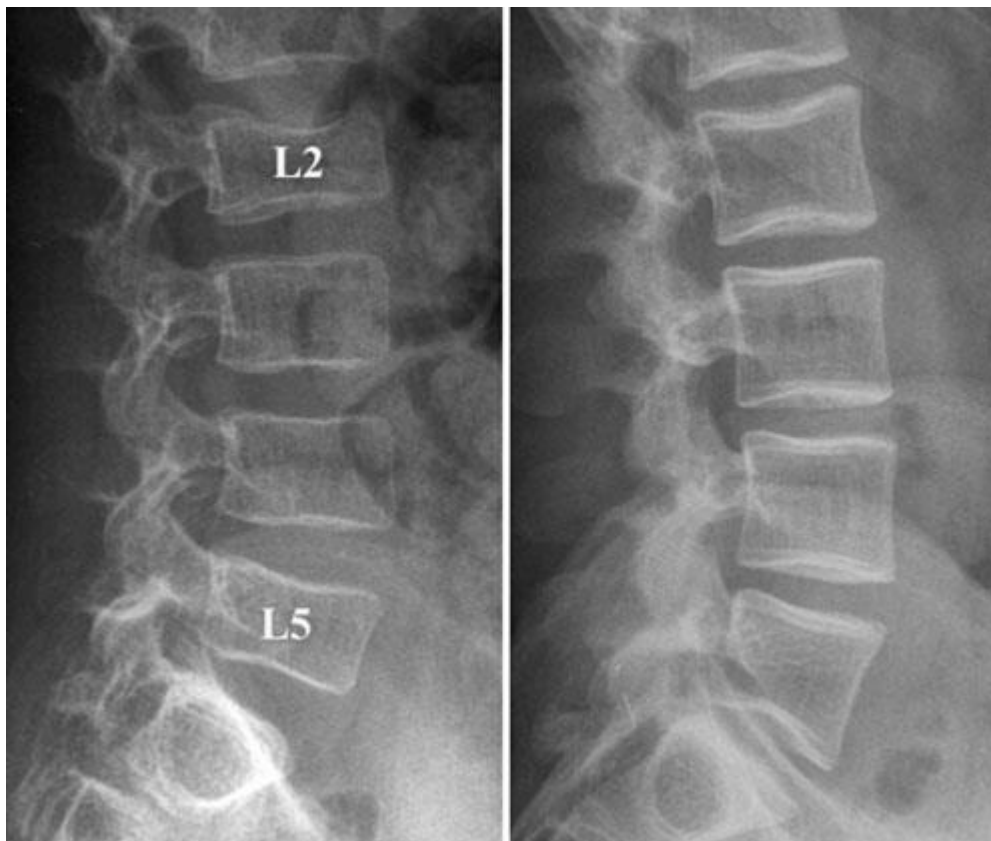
Radiografia de perfil da coluna vertebral de duas crianças com OI, mostram rarefação homogénea (à esquerda) e rarefação trabecular predominante (à direita) do osso cortical e trabecular, com um padrão de *frame-like* das vértebras (à direita). Colapso parcial dos corpos vertebrais L2 e L5. (20)
